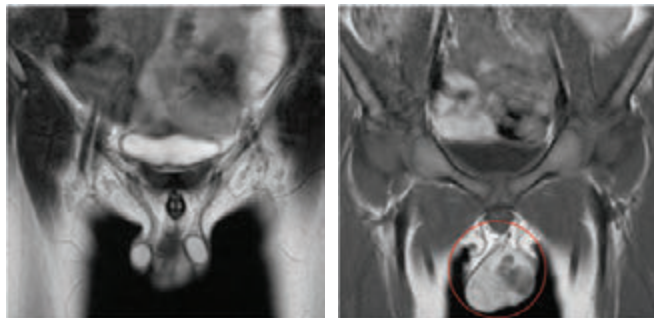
МРТ органов малого таза с контрастным усилением. Образование левой половины мошонки. МР-сигнал в большей степени соответствует опухолевому образованию с высоким содержанием жировой ткани. Прослеживается четкая граница между опухолью и яичком
